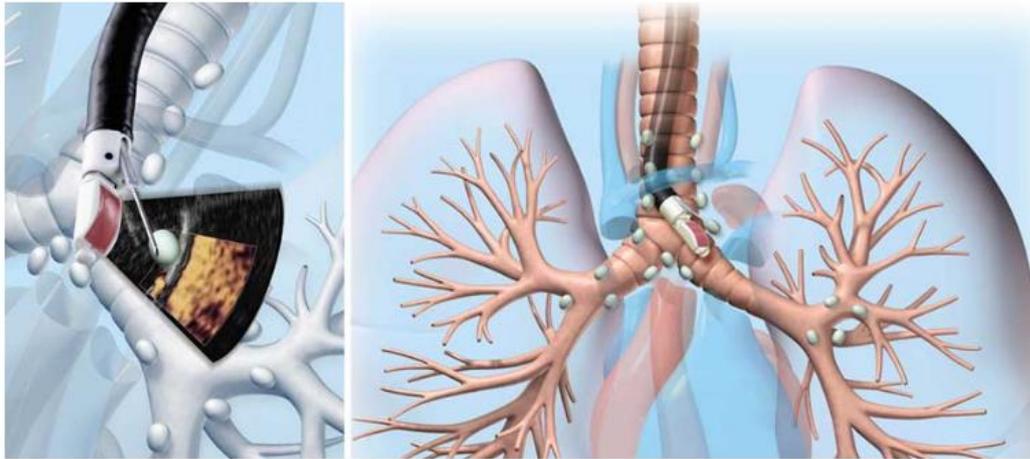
PAAF mediante Ultrasonografía endobronquial (EBUS)⁽⁷⁾
